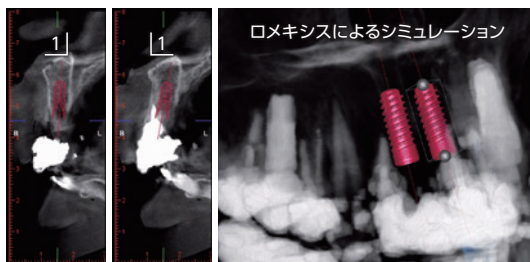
4前歯連続欠損に対する埋入ポジションを考えると、側切歯は歯冠幅径が狭いうえ、犬歯と近接した位置に埋入する必要があり、融通性が低い。よって、本症例では中切歯部への2本埋入を検討した。CTレントゲン所見より、1は通常埋入、2は既存骨の状態から抜歯即時埋入の適応範囲であると判断した。
